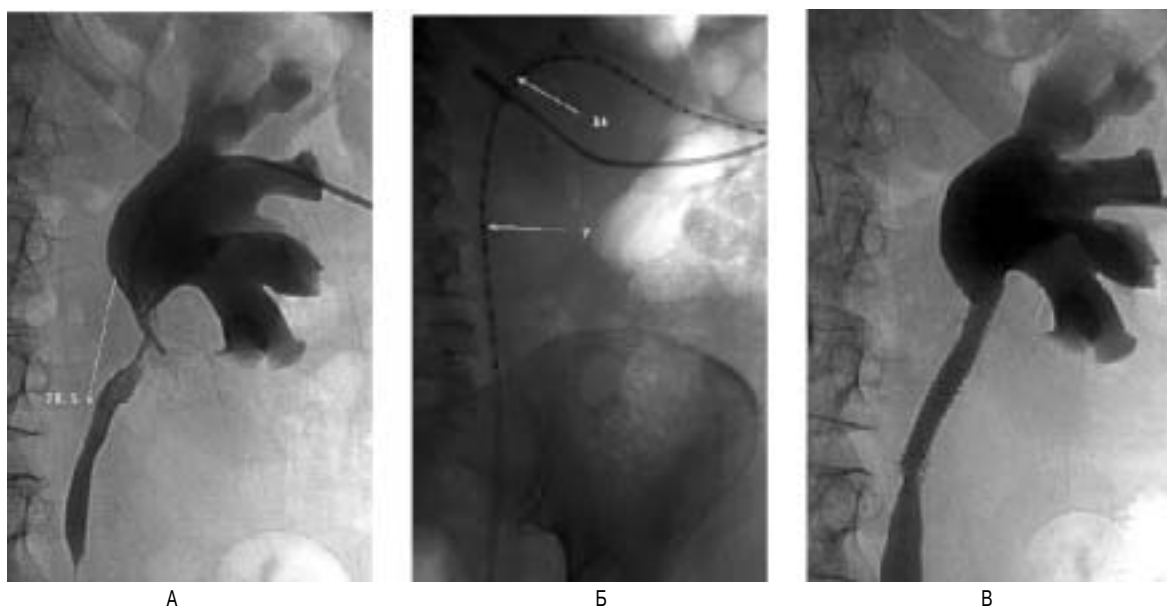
Больная Г, 68 лет.: А — прямая пиелоуретерограмма через нефростому. Помечена протяженность поражения лоханочно-мочеточникового сегмента правой почки. Б. — рентгенограмма. Разметка перед облучением. Имитатор источника ^{192}Ir в просвете мочеточника. В — прямая пиелоуретерограмма через нефростому после установки протеза. Естественный пассаж мочи восстановлен. Металлический стент полностью проходим.
